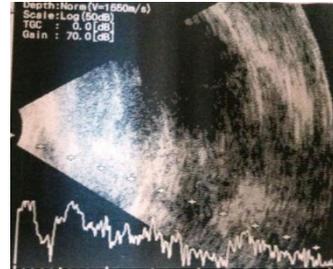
ECOGRAFIA OCULAR DERECHA (HCAM)
